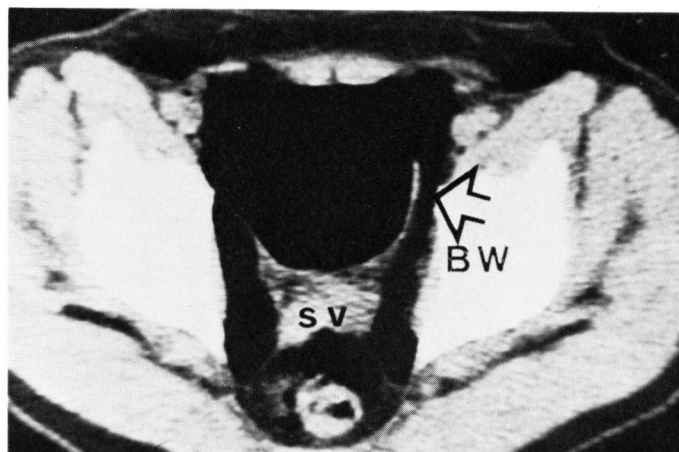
症例2, 50歳男性, 正常膀胱, 精のう腺の腹臥位気体注入のCT像。矢印の如く左右の膀胱周囲および精のう腺(SV)と直腸前壁との間隙に気体の侵入がみられ, 気体で充満された膀胱壁(BW)には規則的な伸展が認められる。
